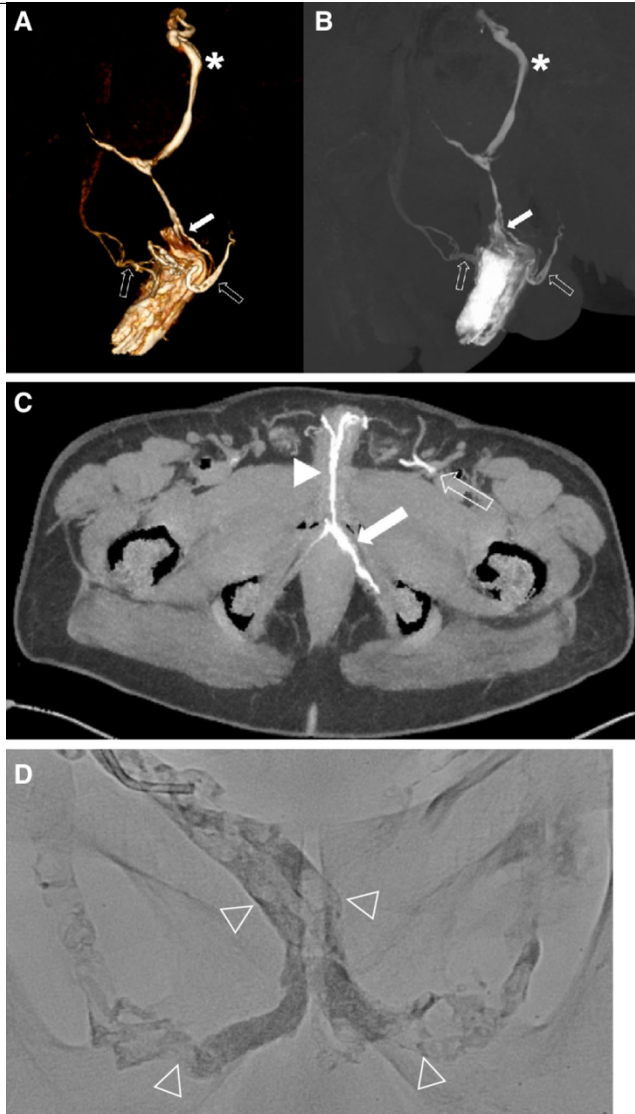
CTA που καταδεικνύει τα σημεία της φλεβικής διαφυγής
